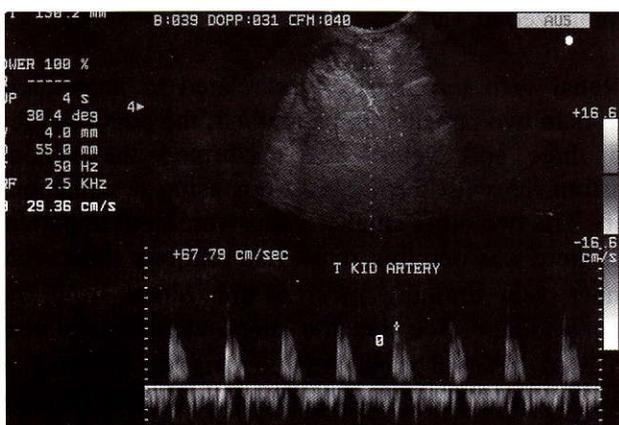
Pulsed Doppler obtained at the level of the interlobular artery of the renal allograft in patient #3 showing the peak systolic shifts followed by retrograde diastolic flow.
